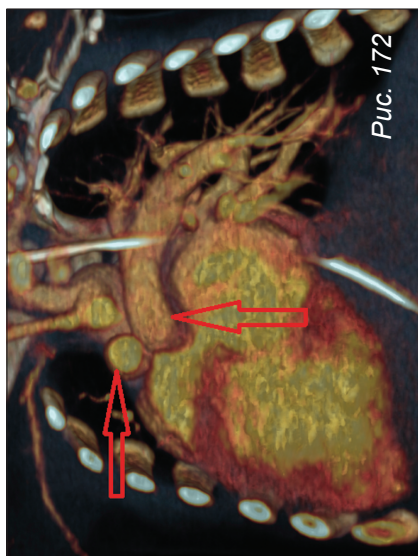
КТ-ангиография, объемные реконструкции. ОАС, тип А2
